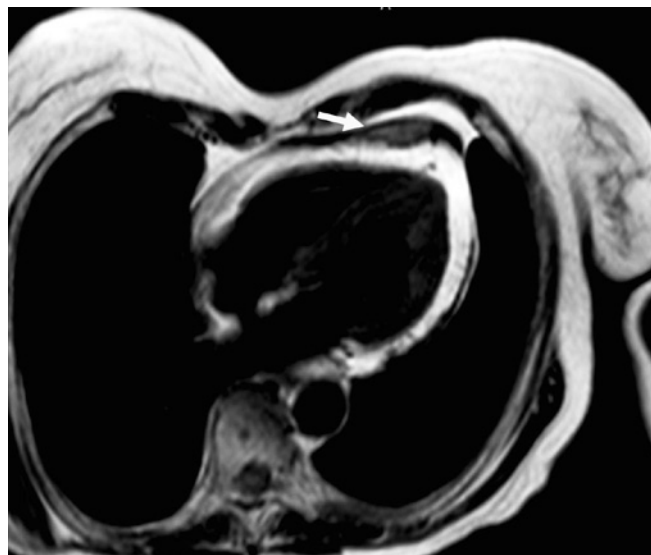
Metástase em Pericárdio. Ressonância magnética do miocárdio mostrando metástase para pericárdio conforme indicado pela seta.
